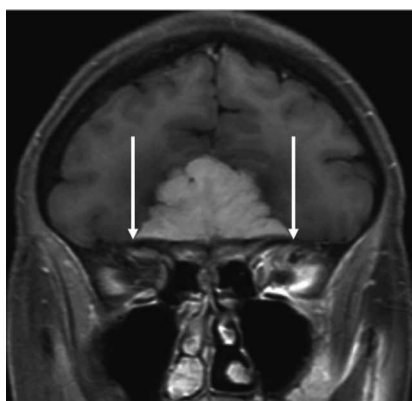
МР-томограммы пациента с ОМ, распространяющейся на верхнюю стенку орбит, латеральнее оси зрительных нервов, что является противопоказанием для использования эндоскопического трансназального доступа
